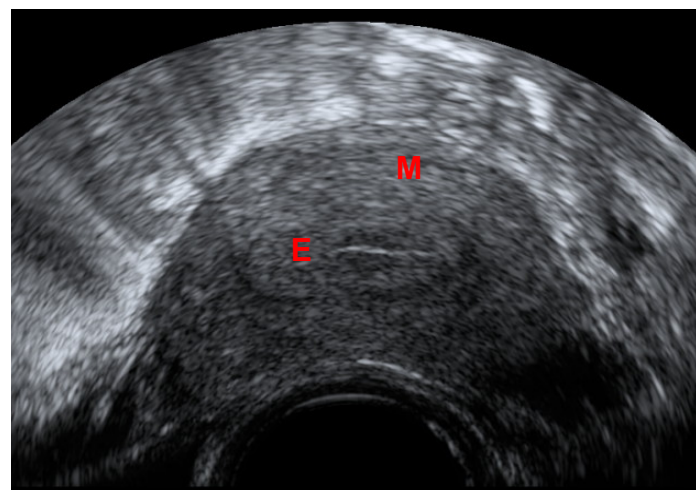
Ecografía transvaginal que muestra el corte transversal uterino, observando el tejido miometrial (M) y una zona central algo más refringente que corresponde al endometrio (E).
